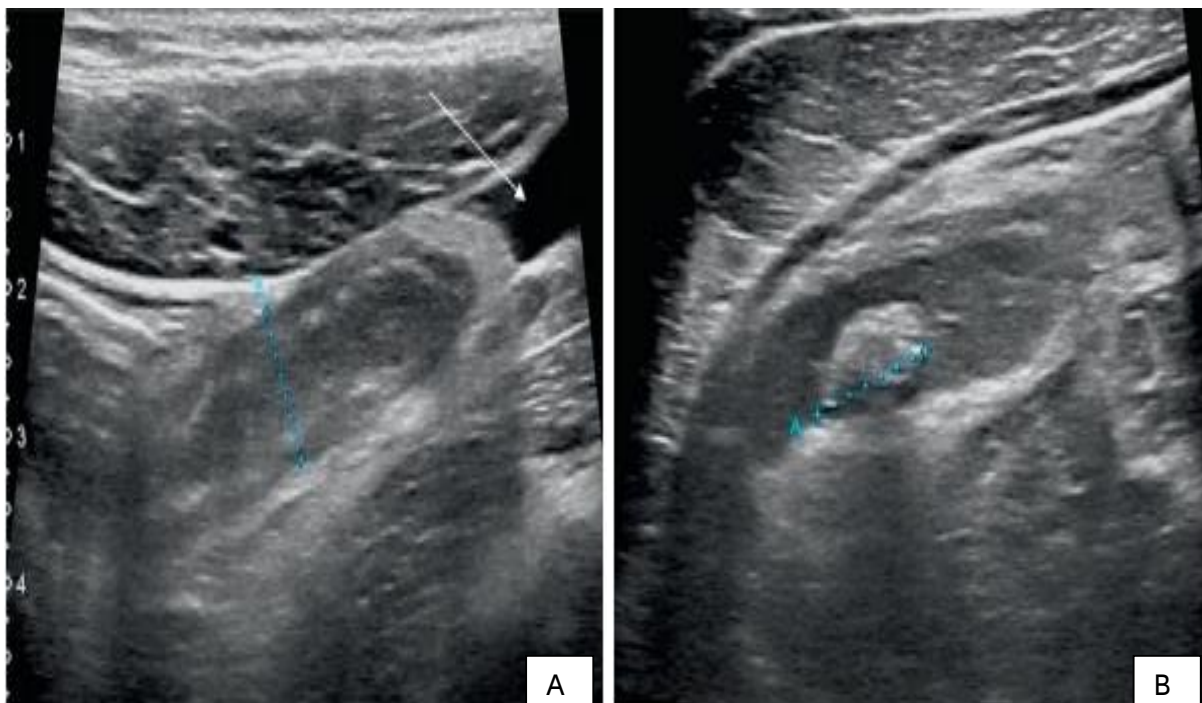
Appendicite aiguë à l'échographie
